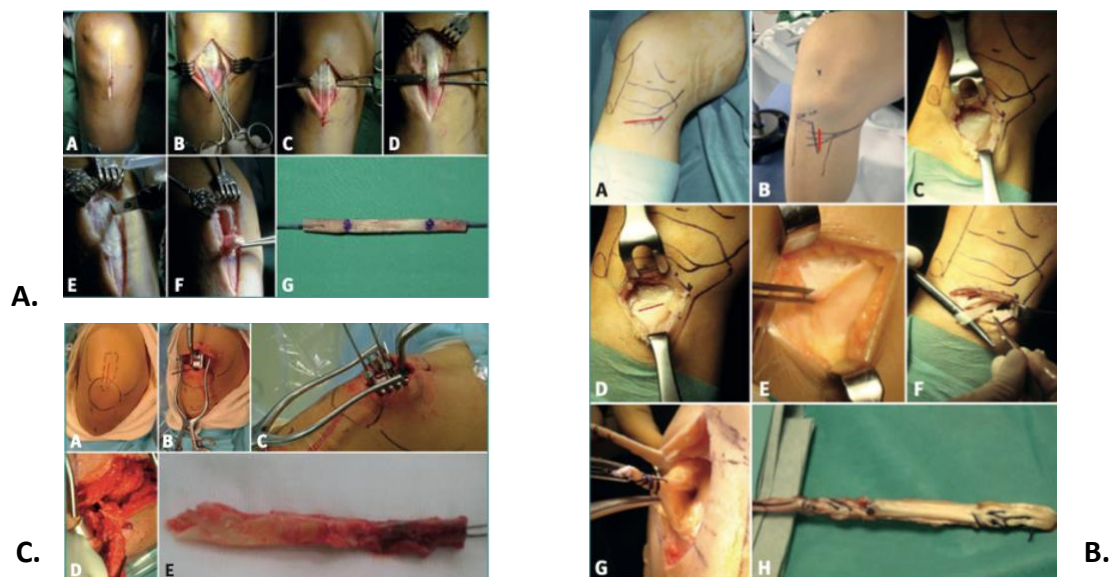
Técnicas de extracción de las plastias. Figura A: plastia autóloga Hueso-Tendón-Hueso (HTH). Figura B: plastia autóloga de tendones semitendinoso y recto interno (isquiotibiales). Figura C: plastia autóloga de tendón cuadricipital (TC). Fuente: Pipa et al. (1)
